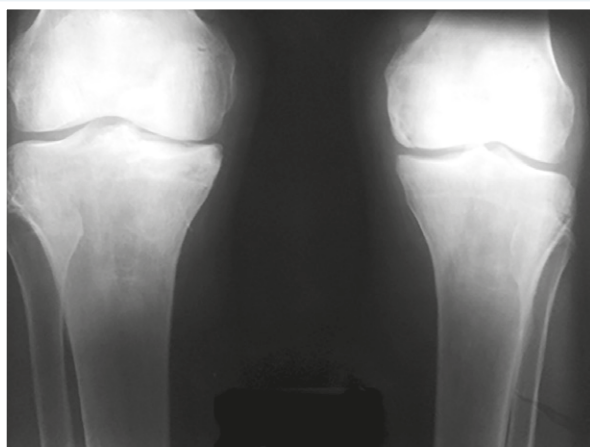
Рентгенографія колінних суглобів пацієнта К.
